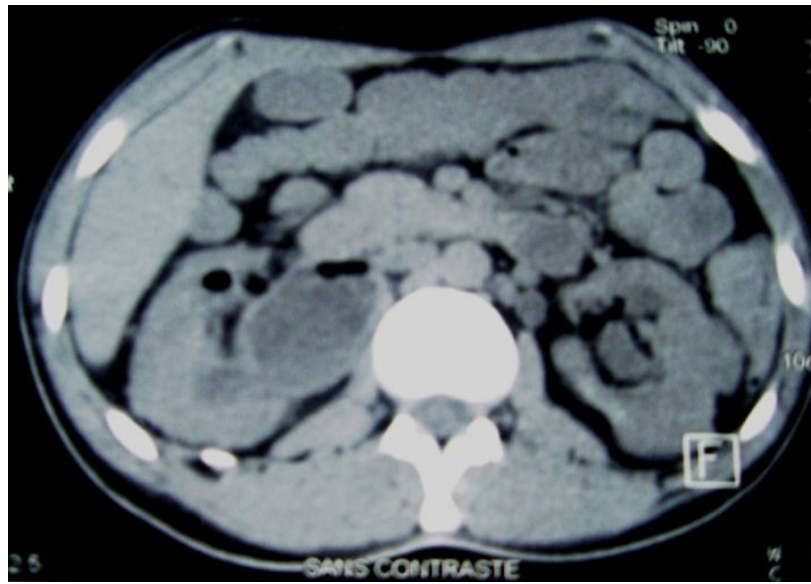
TDM abdominale montrant une dilatation pyélocalicielle avec un niveau hydro-aérique rénal droit
